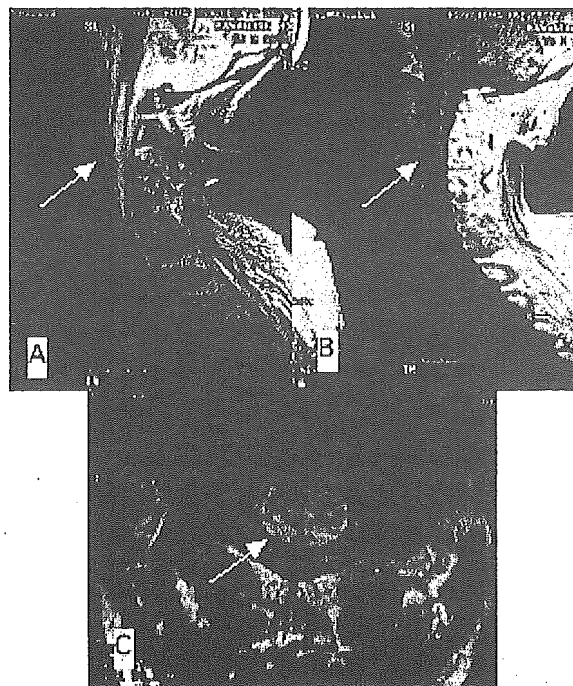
MR images of the cervical cord in case 3.
